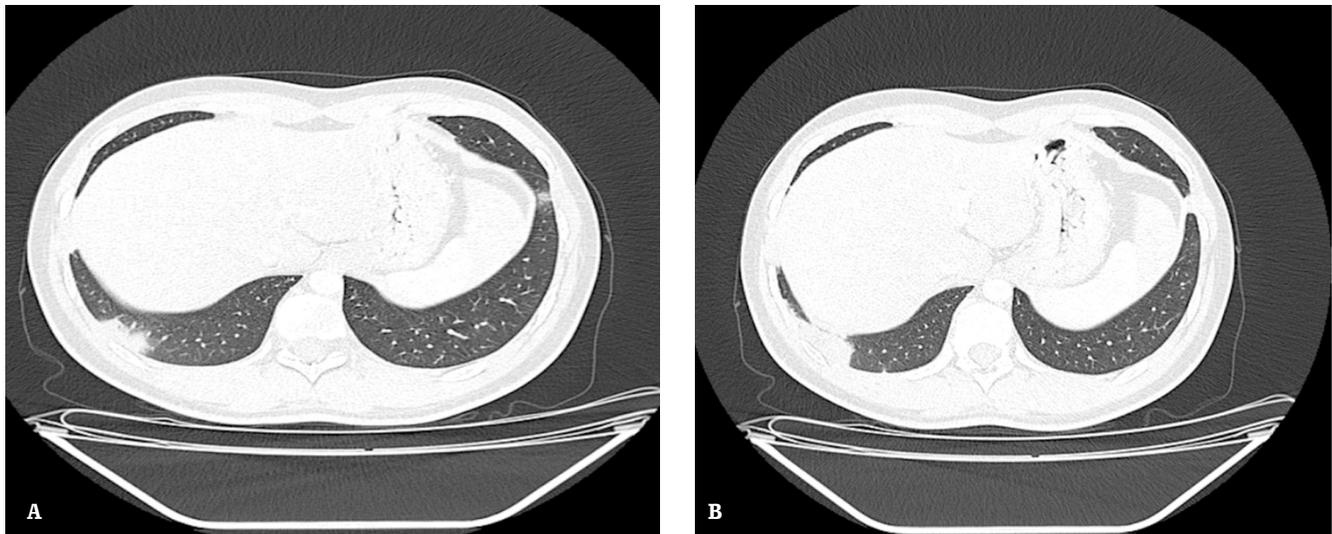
A. TAC de tórax - B. TAC de tórax. Ventana pulmonar de tac de tórax muestra opacidad alveolar en cuña en región basal derecha, compatible con área de isquemia por infarto pulmonar. Fuente: los autores.
